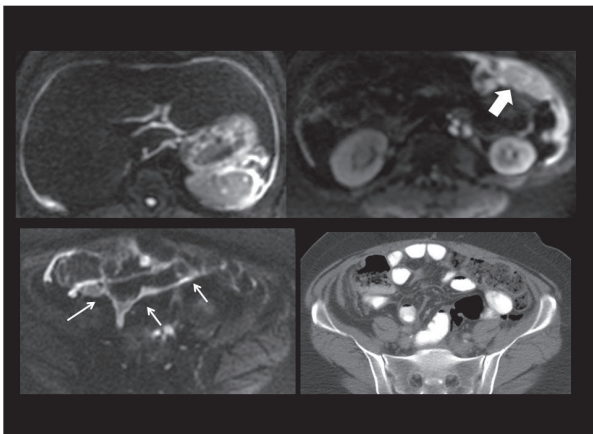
RM con secuencia funcional de DW. Hiperseñal lineal que dibuja la totalidad de los espacios peritoneales (espacio perihepático, periesplénico, hepatoduodenal, saco menor, góteras), indicando infiltración. Omental cake (flecha gruesa). Hiperseñal en DW de la serosa peritoneal de las asas de delgado, no visible en TC (flechas blancas).
